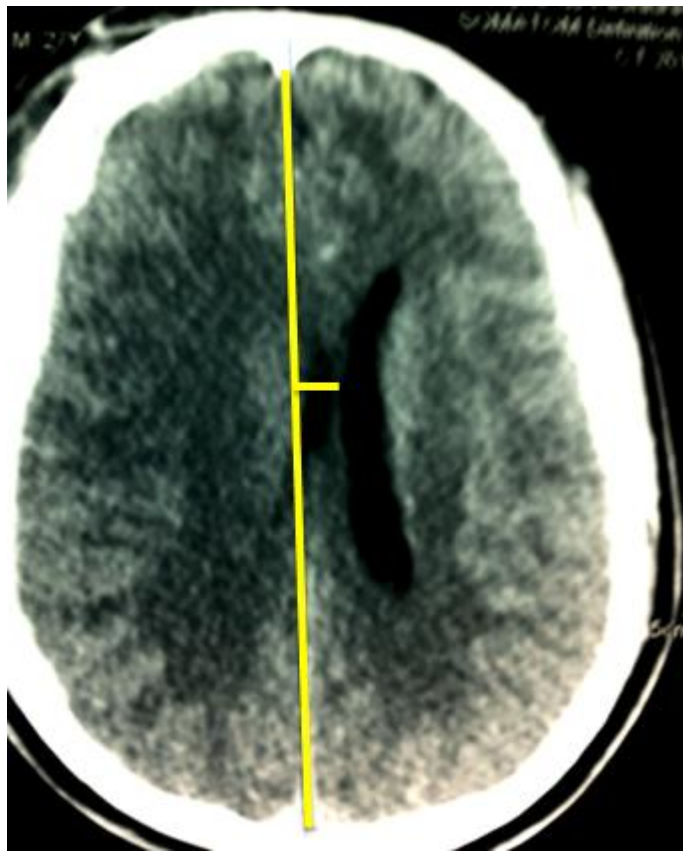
Tomografia Computadorizada de crânio na admissão demonstrando área de edema a direita com significativo desvio da linha média e compressão das cisternas liquóricas.
